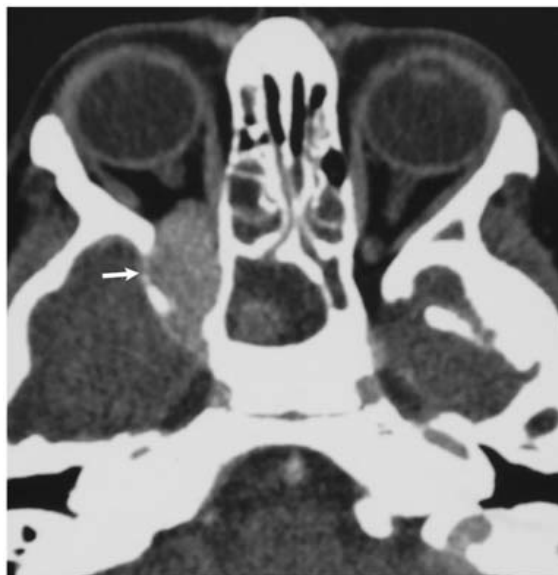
TDM en coupe axiale avec injection du PDC montre l'élargissement de la fissure orbitale supérieure et la propagation de la tumeur dans l'orbite (flèche). [213]
